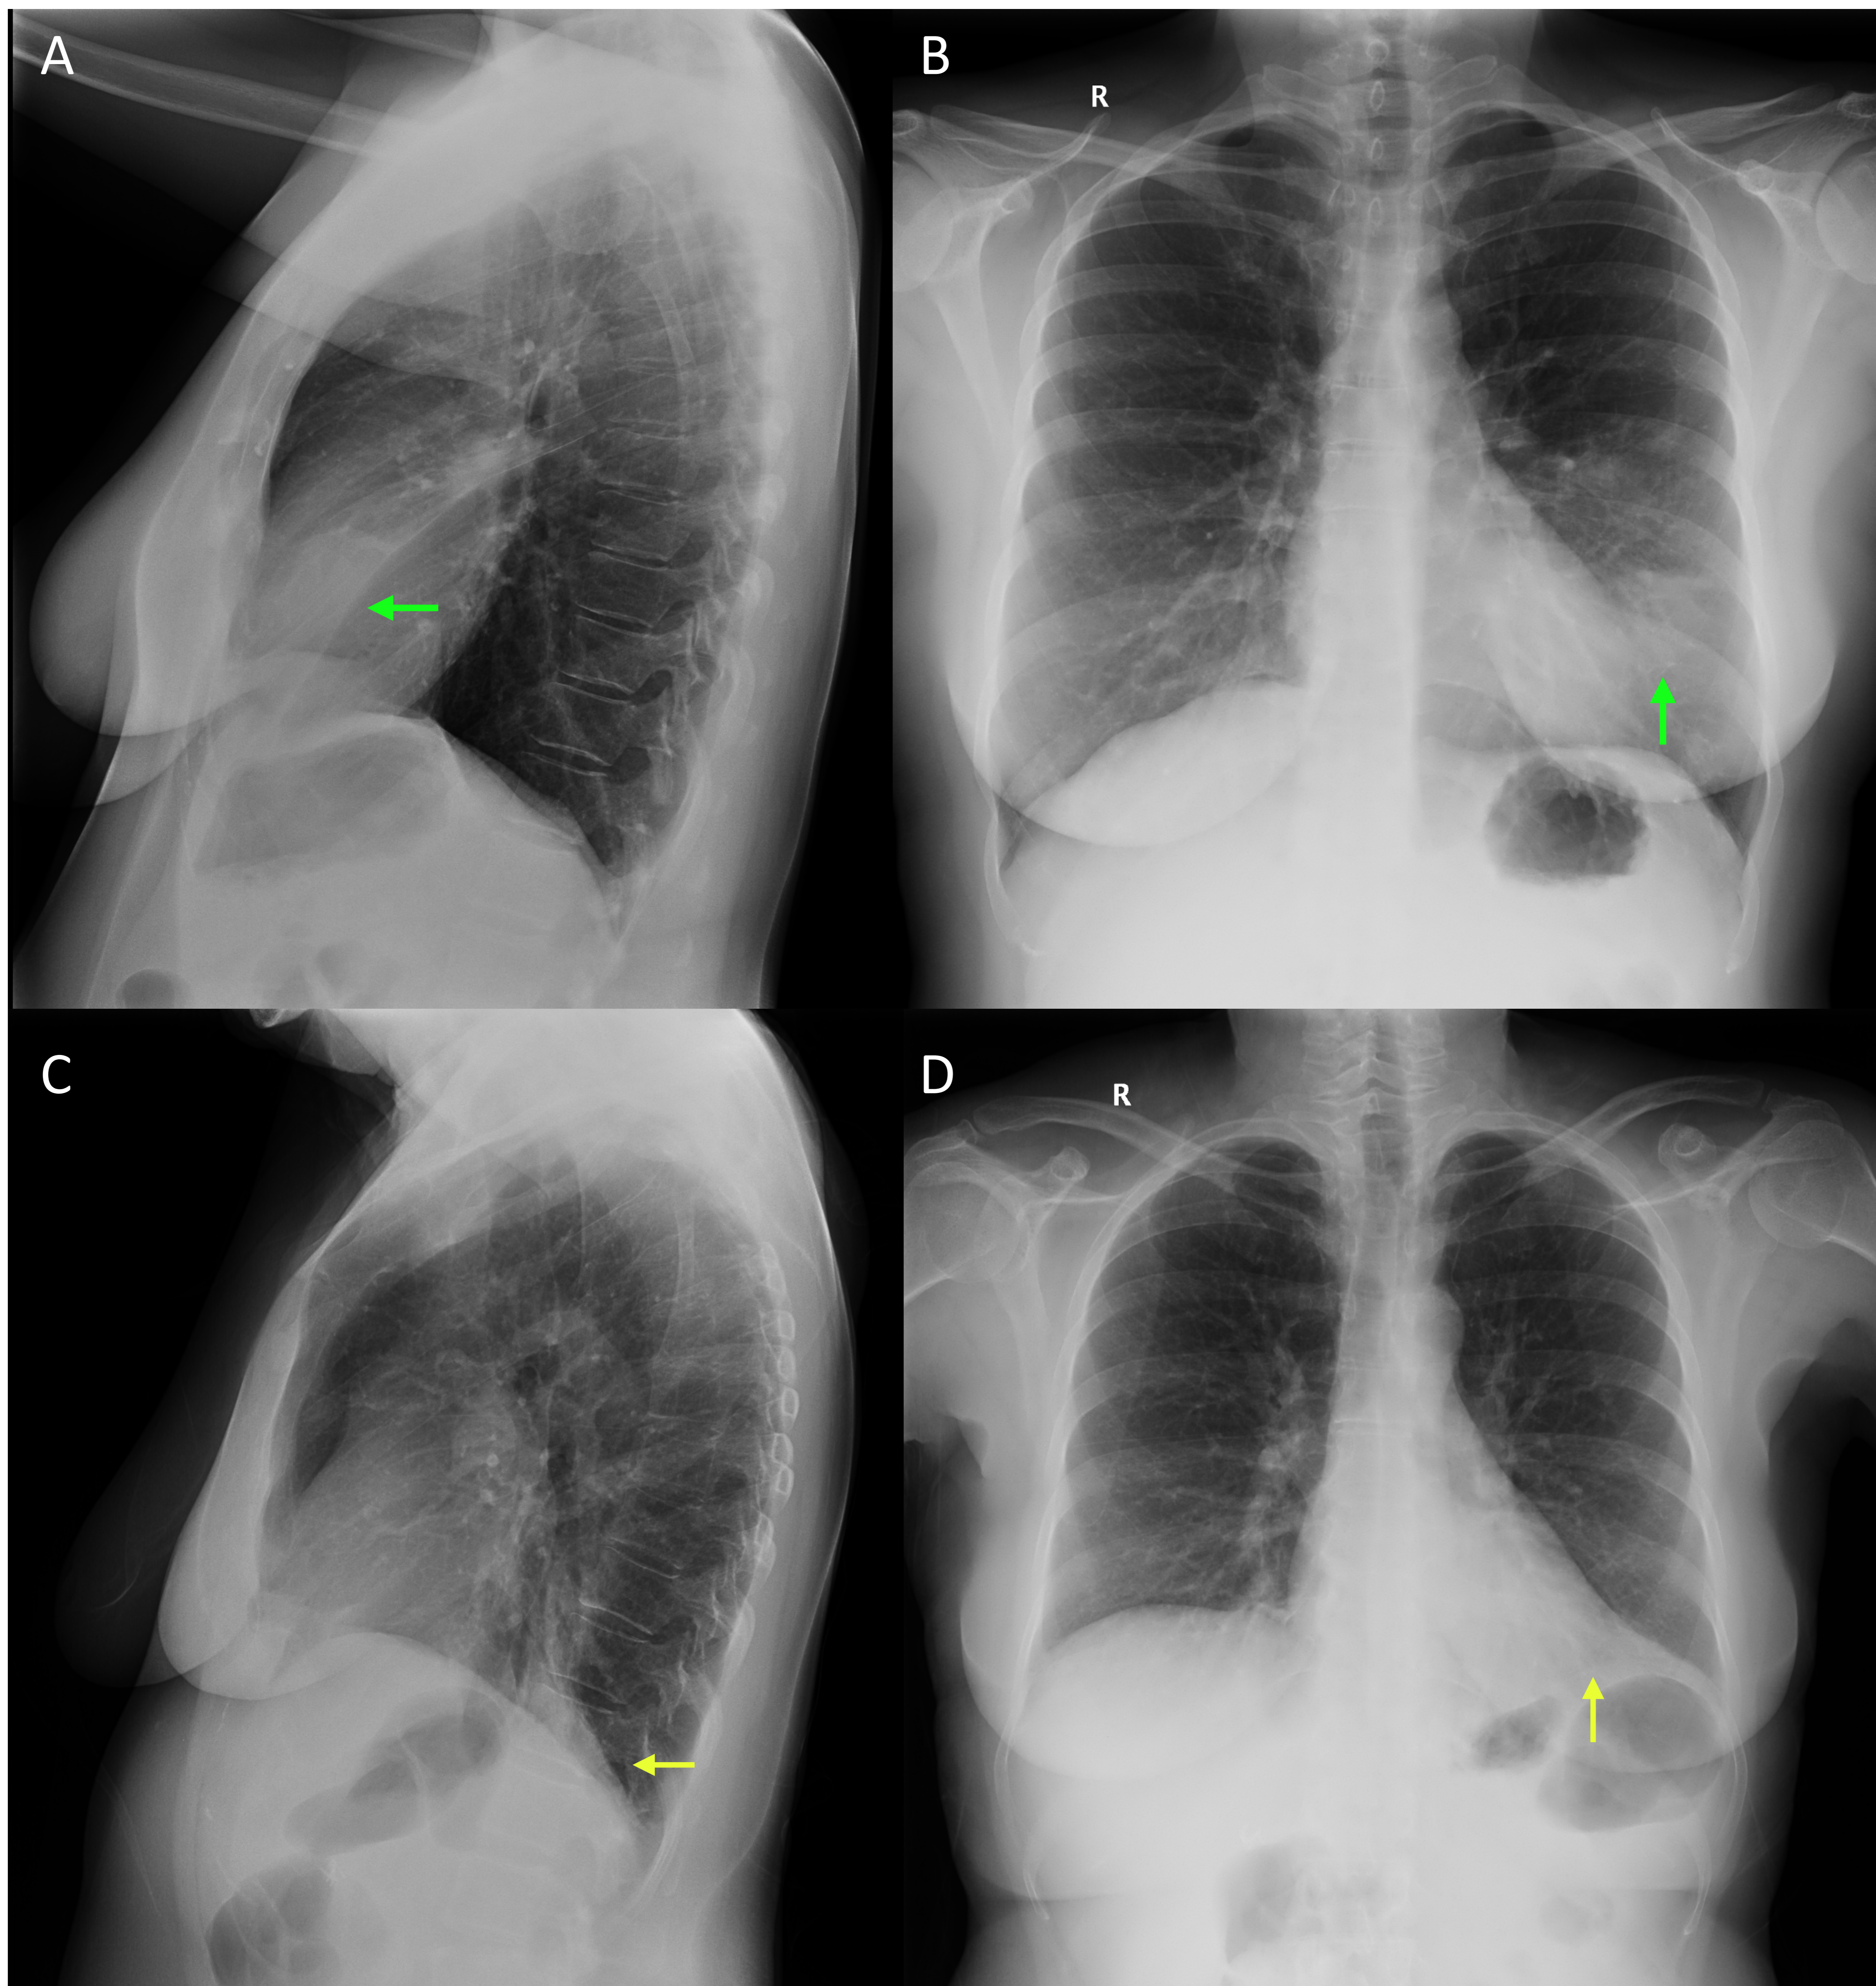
Son radiografías de dós mujeres diferentes en las que se aprecia en ambas aumento de la densidad en la base pulmonar izquierda, A y B siendo una opacidad alveolar compatible con neumonía típica (flechas verdes) y la otra C y D, una atelectasia del LII (flechas amarillas) que desplaza la cisura mayor.
